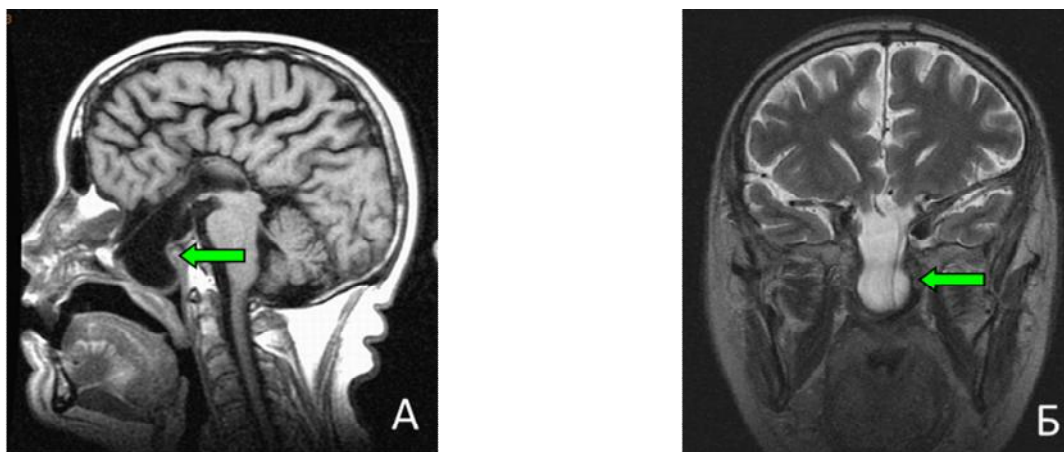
Пациент К-н, . МРТ-изображение черепа пациента с трансфеноидальным менингоцеле: А - на сагиттальном срезе в Т1 режиме стрелками указаны дистопированные зрительные нервы и хиазма, Б - фронтальный срез в Т2 режиме стрелками указано менингоцеле
